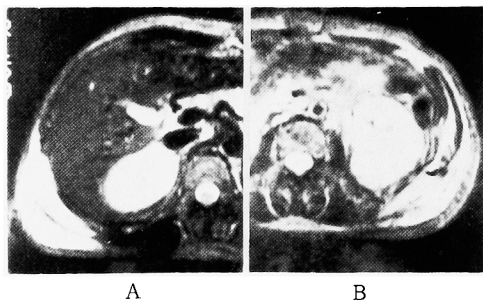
MR-CT showing mass lesions and cysts in bilateral kidney.
